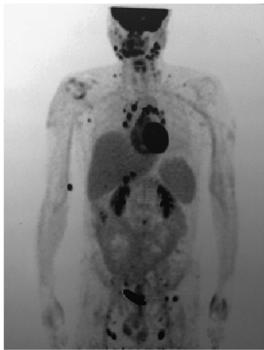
患者全身 PET 检查提示全身多发淋巴结高摄取 PET: 正电子发射计算机断层显像
